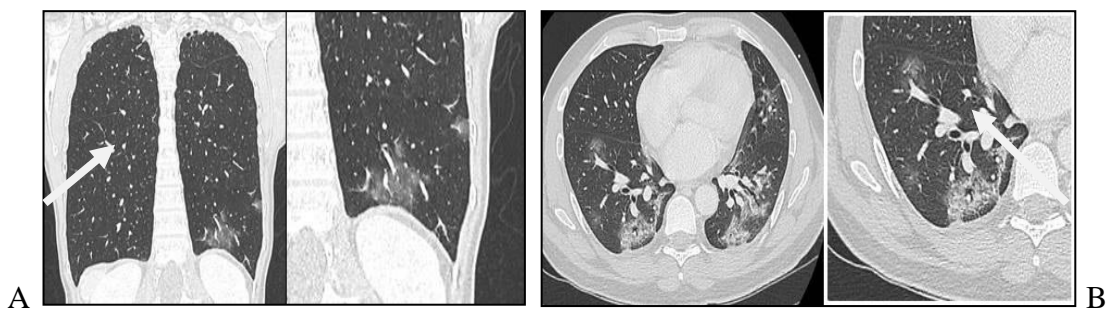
TDM thoracique pour le dépistage de la COVID-19 [42]
